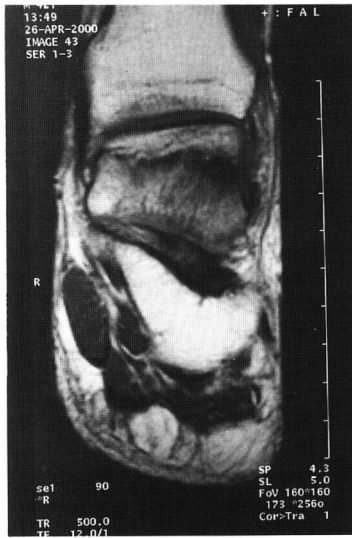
Coronal T1-weighted MRI shows clearly delineated ischemic area of joint surface involvement.
